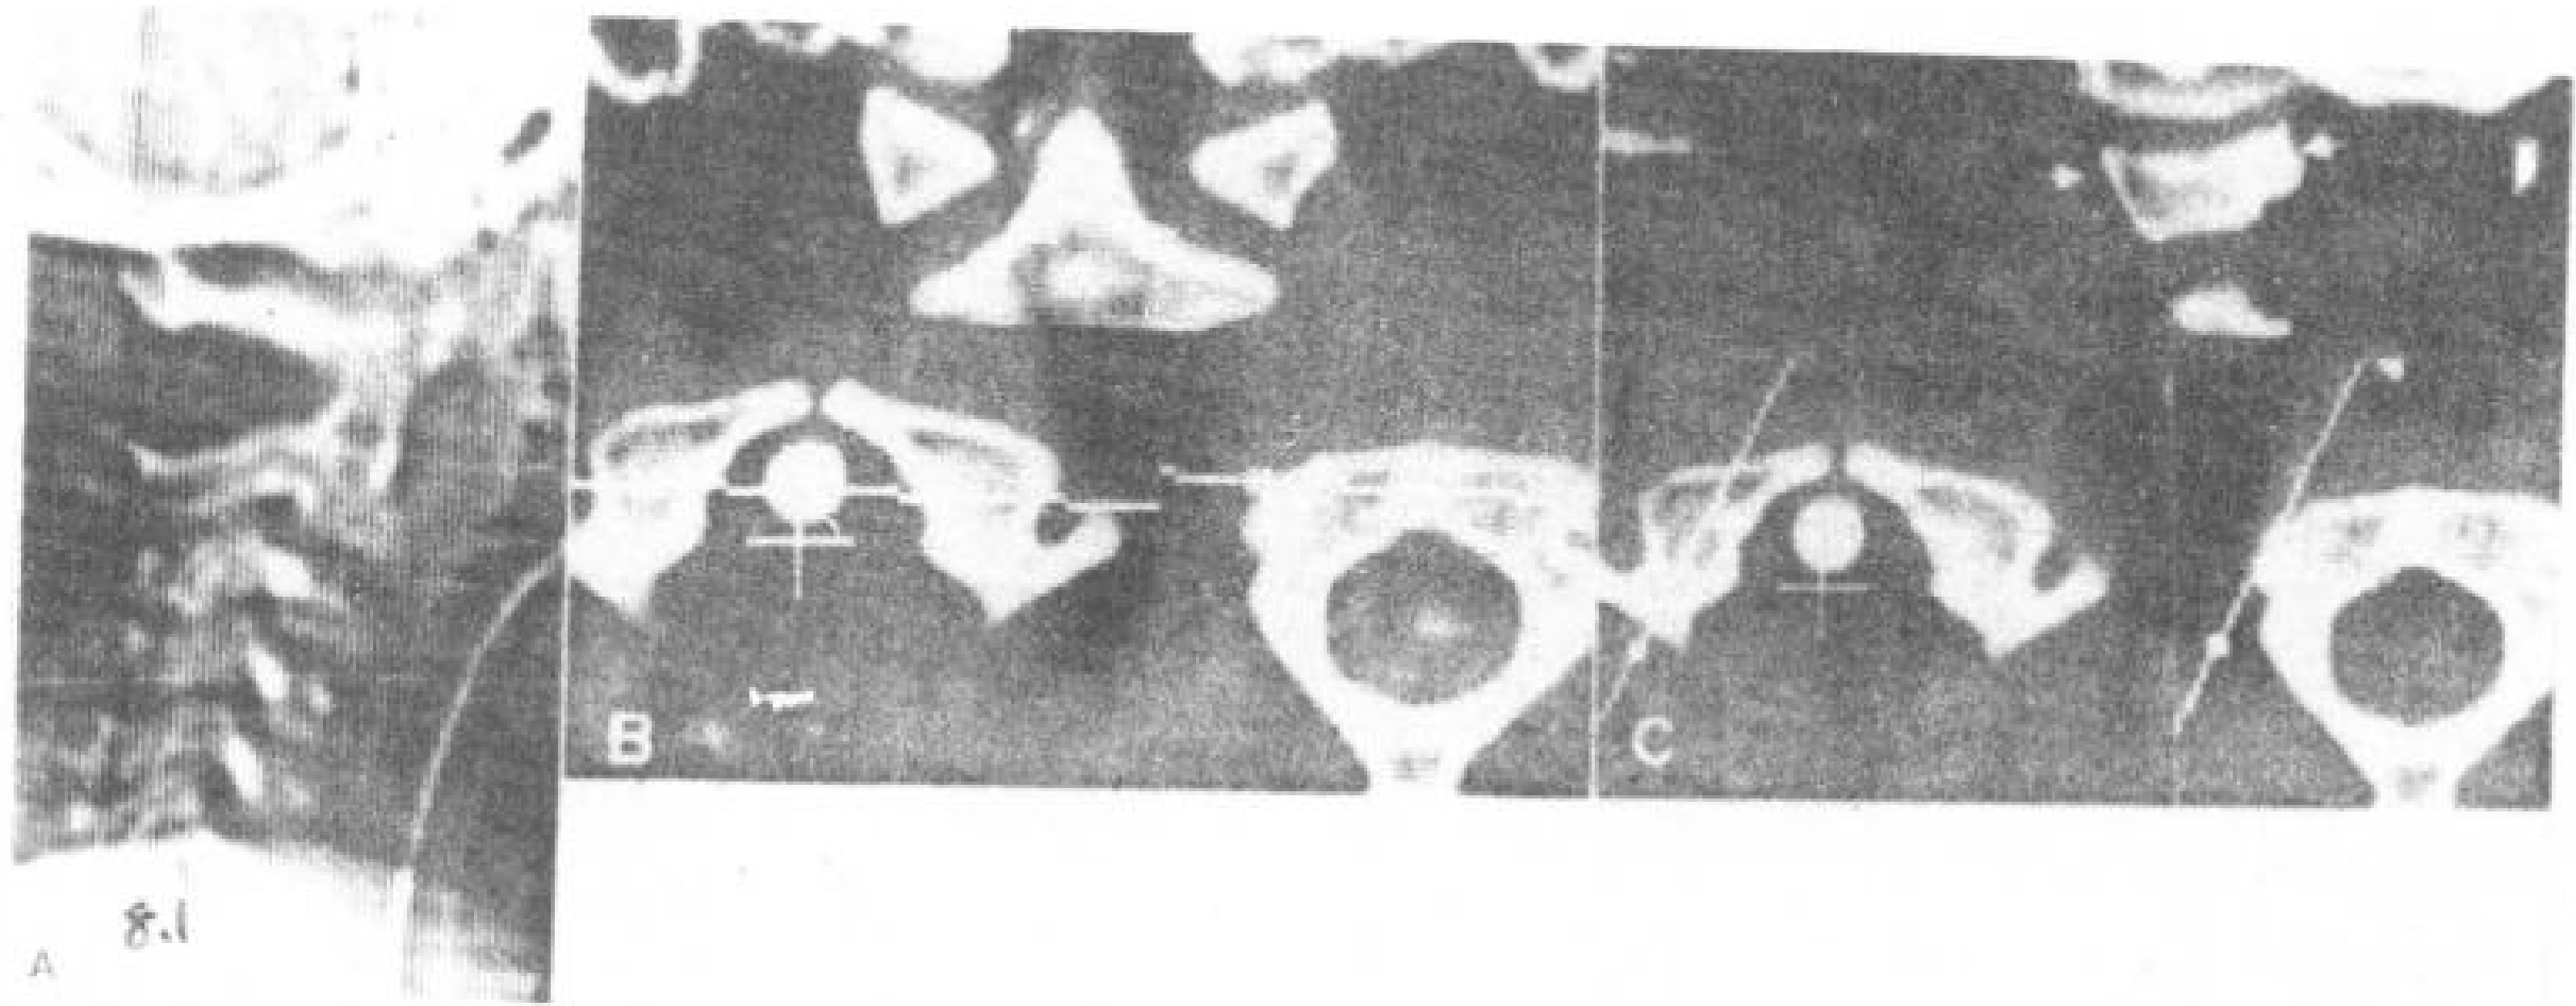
枕一环一枢平面高分辨 CT 扫描 (层厚 1.5mm)。
